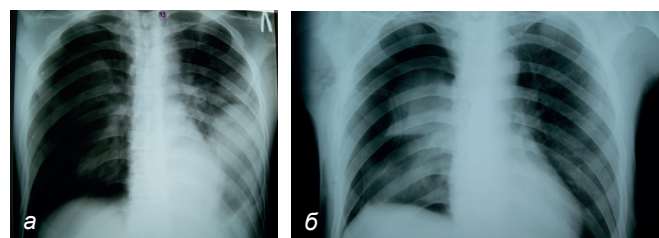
Рентгенограмма грудной клетки больного Г., 42 года:
